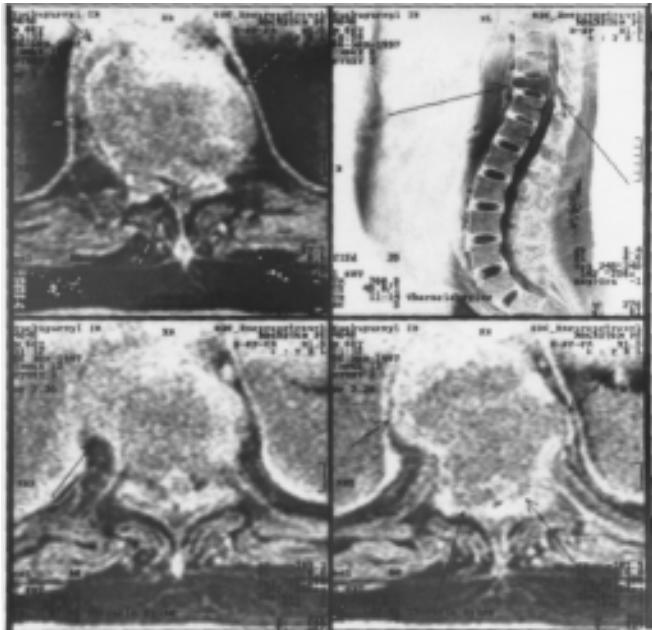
Спостереження хворого К., 61 р. МРТ (пояснення в тексті)
